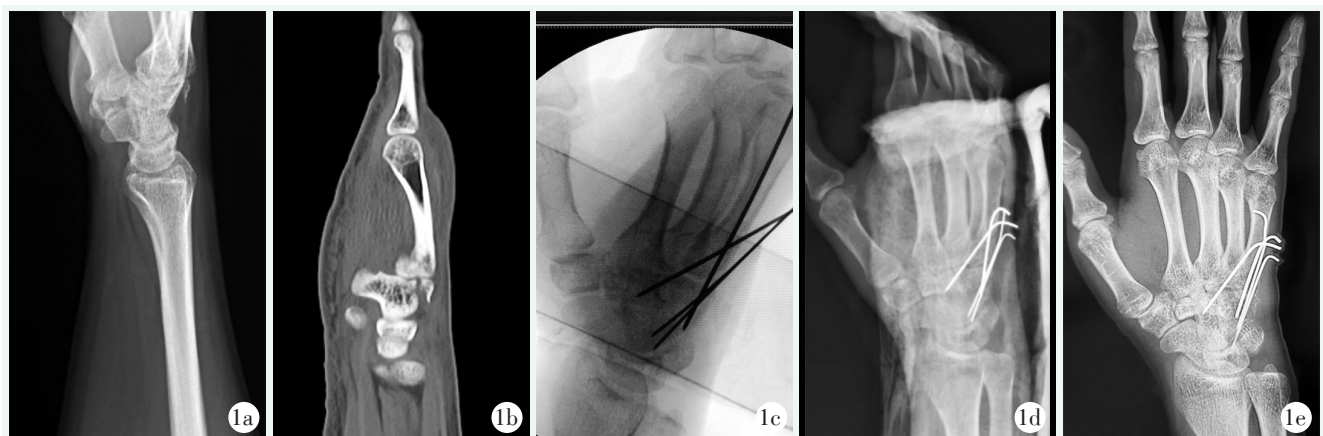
患者，男，22 岁，因摔倒时用拳头撑地致伤。1a: 术前手部侧位 X 线片示钩骨体部骨折，远折端及第 5 掌骨基底部分向背侧移位；1b: 术前腕关节 CT 矢状面重建，可见钩骨体部为冠状面劈裂骨折，第 5 腕掌关节向背侧半脱位；1c: 术中透视骨折、脱位复位及固定情况；1d: 术后第 1 d 复查手部旋前 30°斜位 X 线片，显示钩骨骨折复位良好，第 5 腕掌关节对位良好；1e: 术后 6 周门诊复查腕关节旋前 30°斜位 X 线片示骨折对线及愈合良好，给予拔除克氏针。
